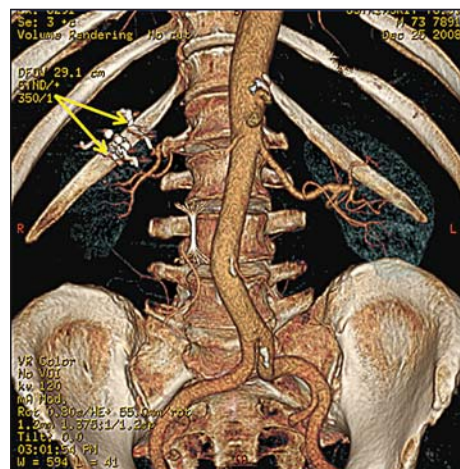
МСК-томограмма. 3D реконструкция, сосудистая фаза. Стрелками указаны множественные металлические спирали Gianturco в проекции верхнесегаментарных почечных артерий
